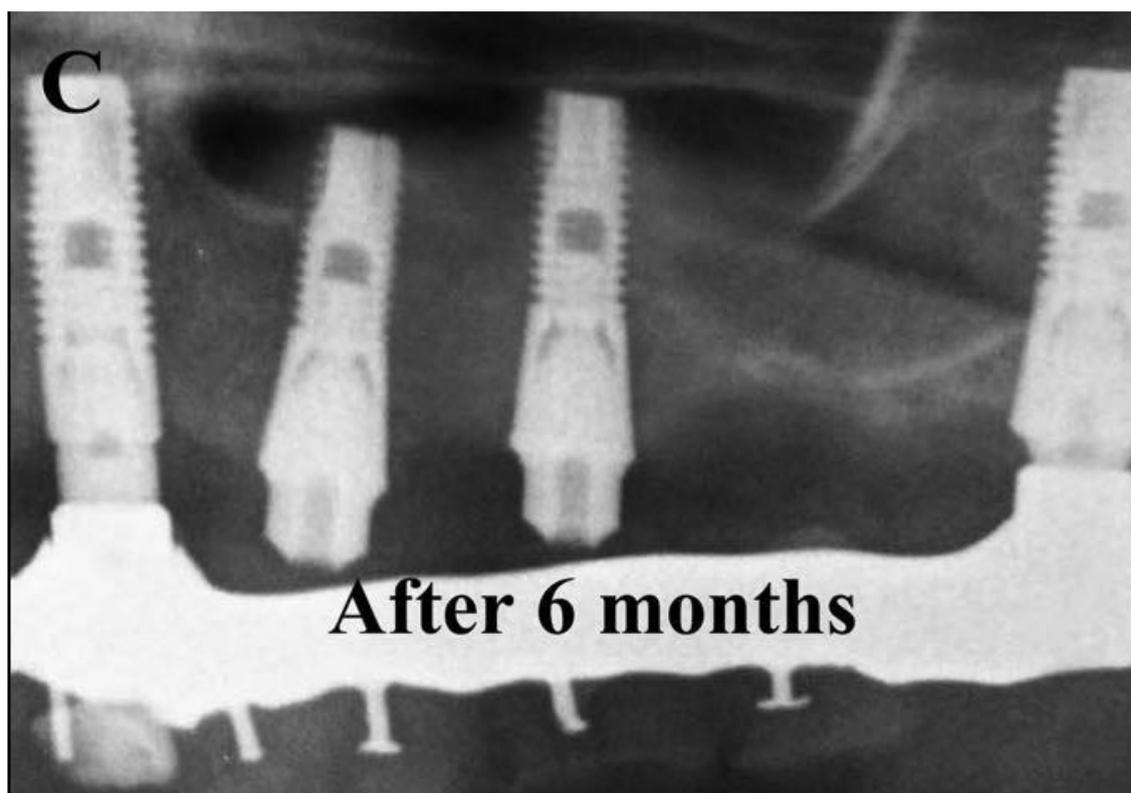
Seis meses após a cirurgia, tomografia computadorizada mostrou implantes cercados em um novo tecido ósseo. Fonte: Simonpieri et al. (2009).
